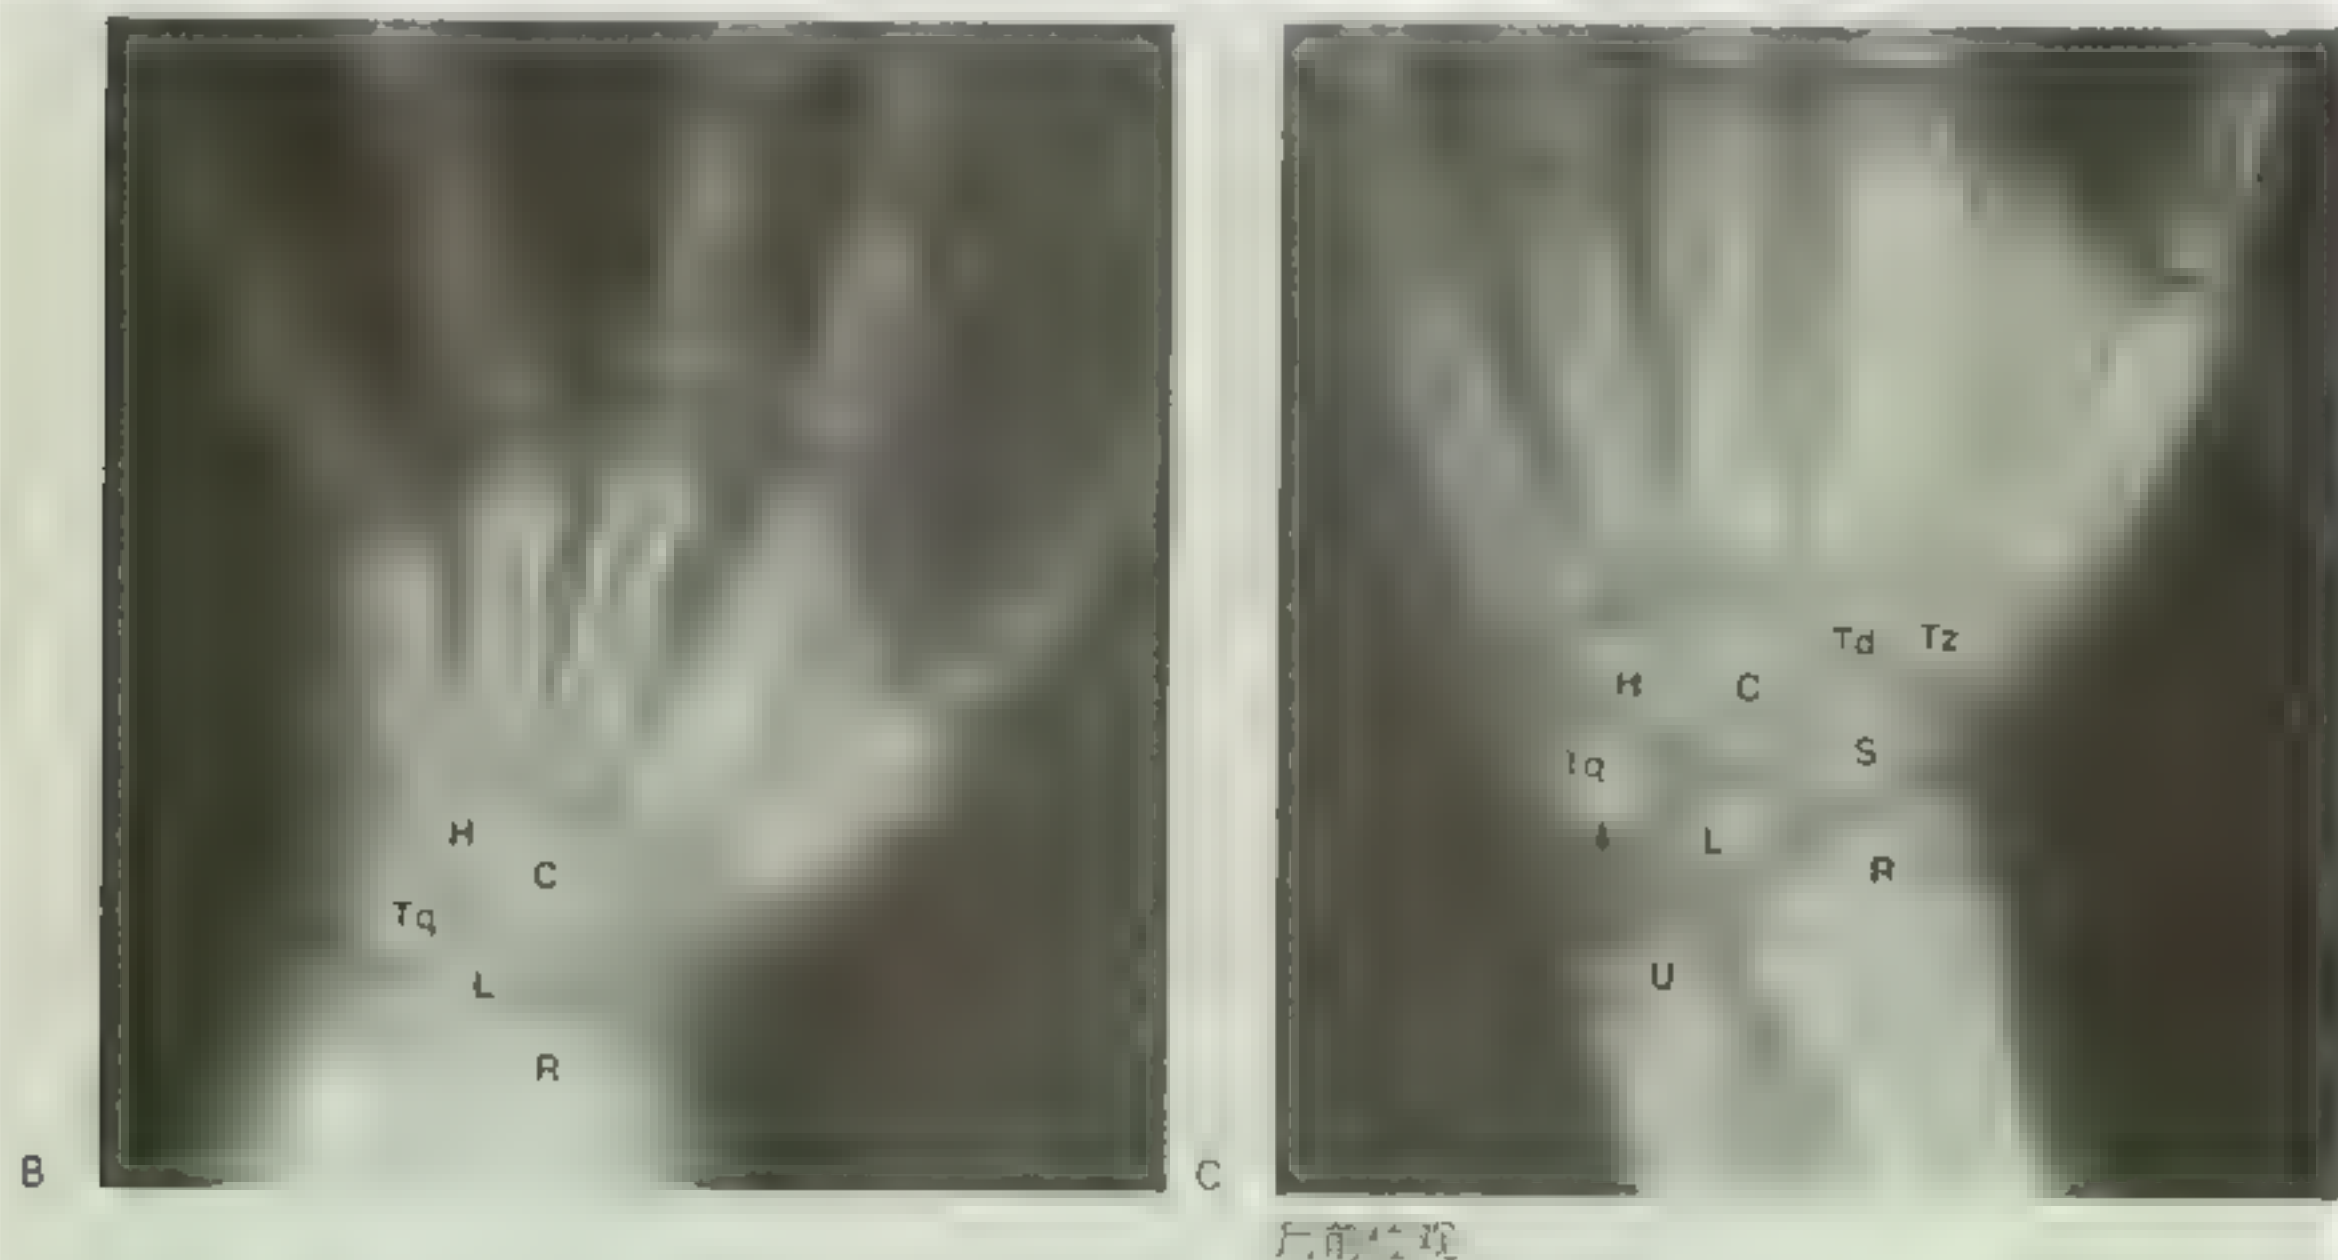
(续) B 腕骨 X 线平片。腕骨通常由 1 个骨化中心骨化。头状骨、钩骨、三角骨、月骨和舟状骨的骨化中心都很明显。箭头指向豌豆骨。观察腕骨融合 (例如在月骨与三角骨之间) 可能出现, 应看作变异。C 腕骨 X 线平片。腕骨通常由 1 个骨化中心骨化。头状骨、钩骨、三角骨、月骨和舟状骨的骨化中心都很明显。箭头指向豌豆骨。观察腕骨融合 (例如在月骨与三角骨之间) 可能出现, 应看作变异。但是所有腕骨 (线) “依旧开放” (换言之, 它们还没有骨化)。S、肩胛骨; Td、尺骨; Tz、桡骨 (此图由加拿大安大略省多伦多大学提供)。
